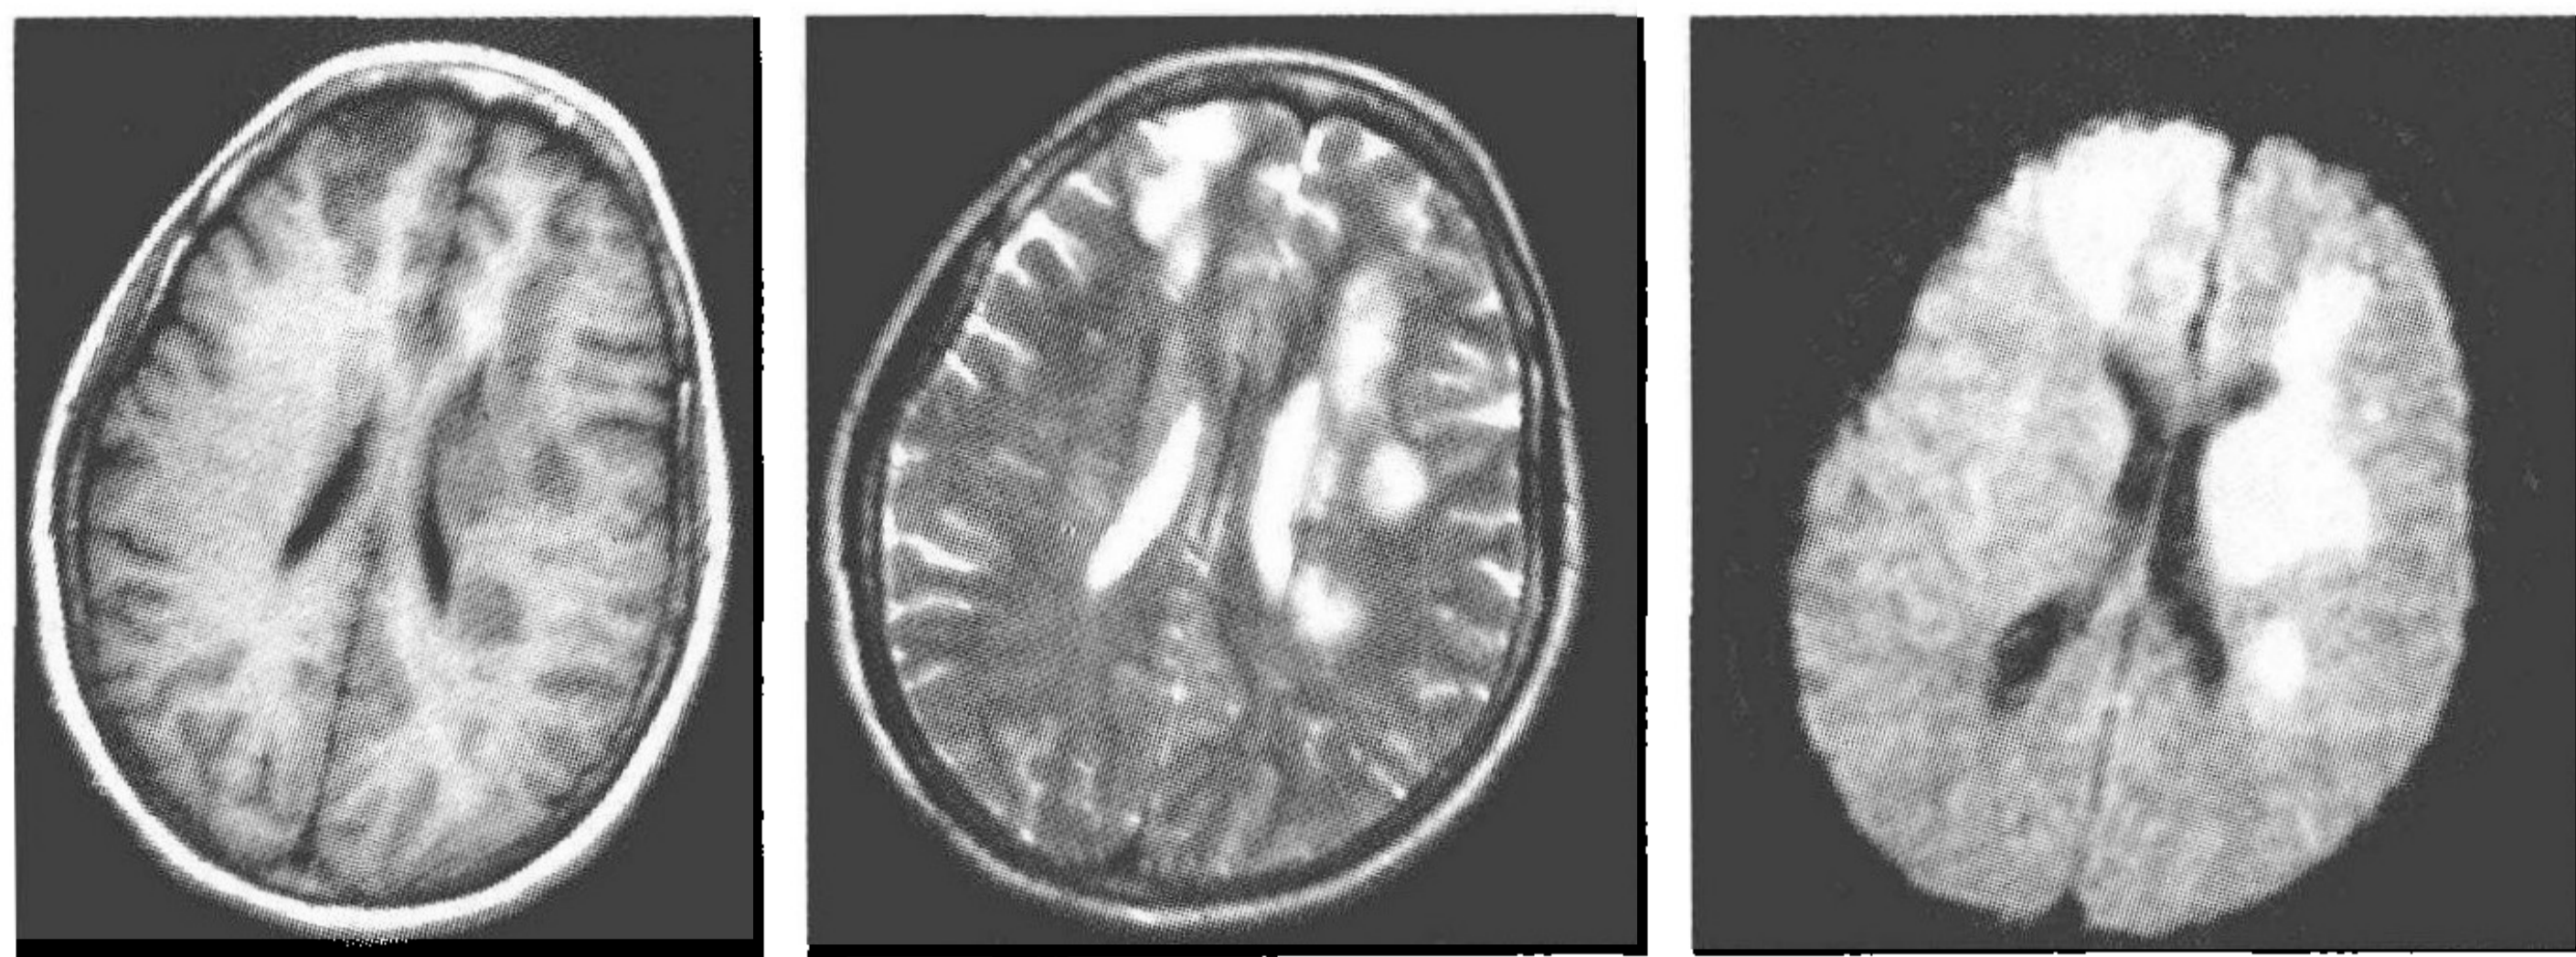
头颅 MRI,由左至右分别为 T_1 像、 T_2 像与 DWI
